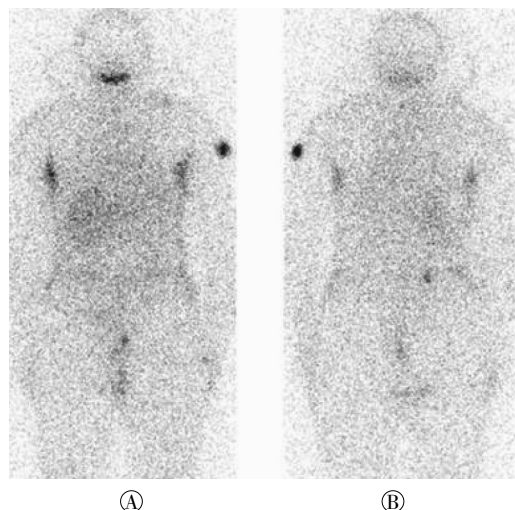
分化型甲状腺癌患者 ¹³¹I 全身显像图 患者女性，42 岁，甲癌术后 5 年，因甲状腺球蛋白水平高，先后进行了 4 次 ¹³¹I 治疗。图中，A：¹³¹I 全身显像前位像；B：后位像。¹³¹I 全身显像结果示 ¹³¹I 全身显像阴性（注：患者左肩经 SPECT/CT 断层融合显像证实为体表污染）。
